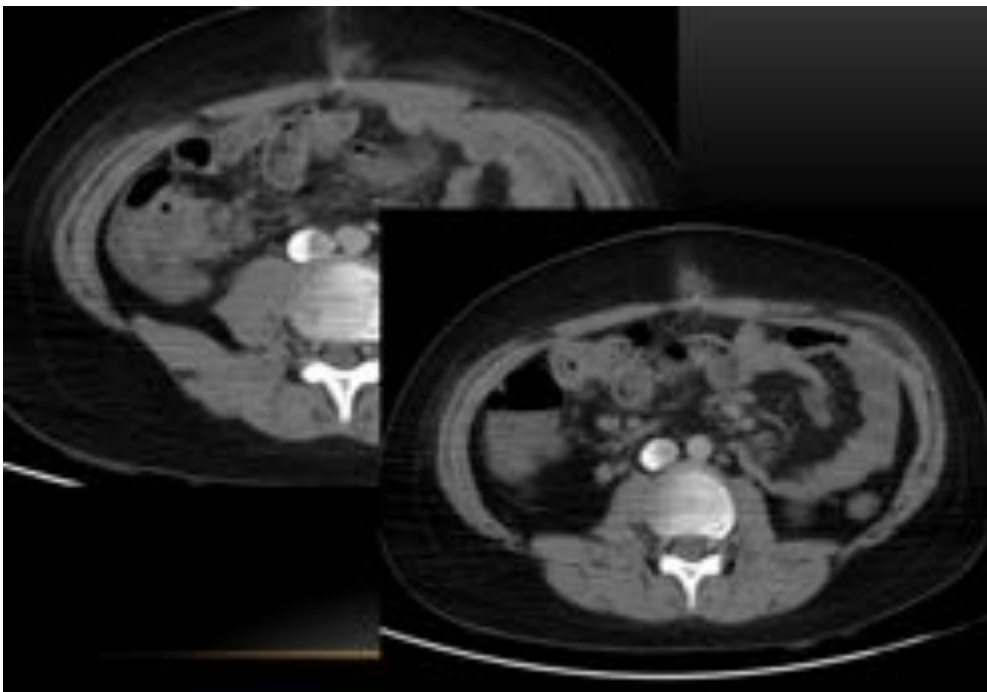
Caso clínico 4, paciente de 7 años con afectación abdominal. Planos axiales abdominales de PET/TC con 135 Mbeq de 18F-FDG y contraste i.v. Se aprecia engrosamiento parietal de la región íleo-cecal. Asocia un incremento del metabolismo de la región íleo-cecal (correlación con TC). Diagnóstico: Linfoma de Burkitt.
